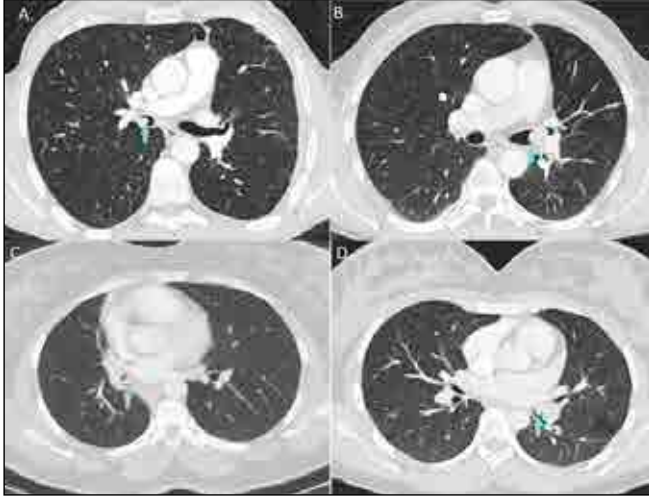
An axial chest CT slices of four different patients show endobronchial lesions (arrows).
